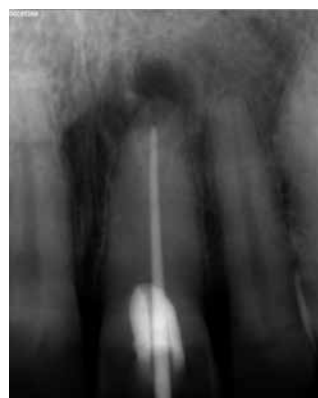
Raio-x periapical: prova de cone de guta-percha X3.
